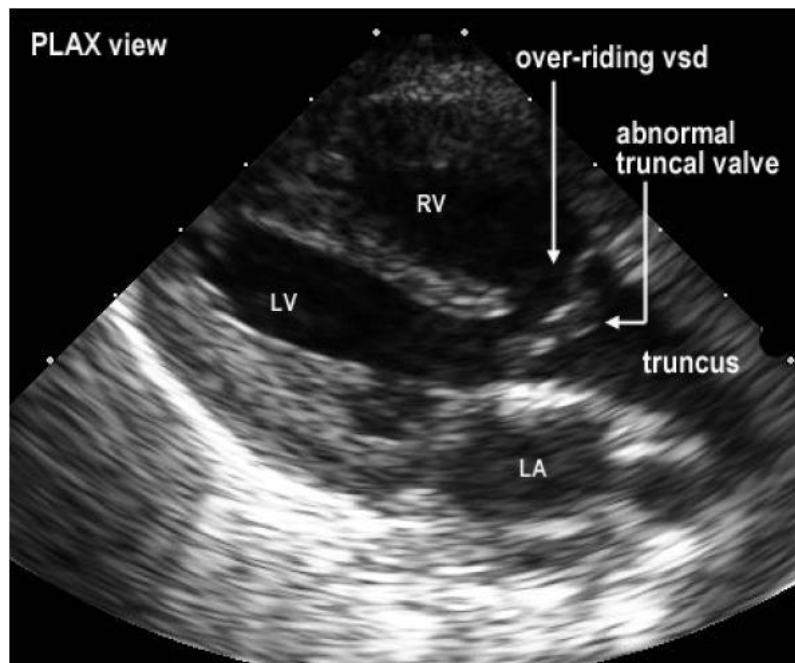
Echo cardiographie objectivant un TAC.
